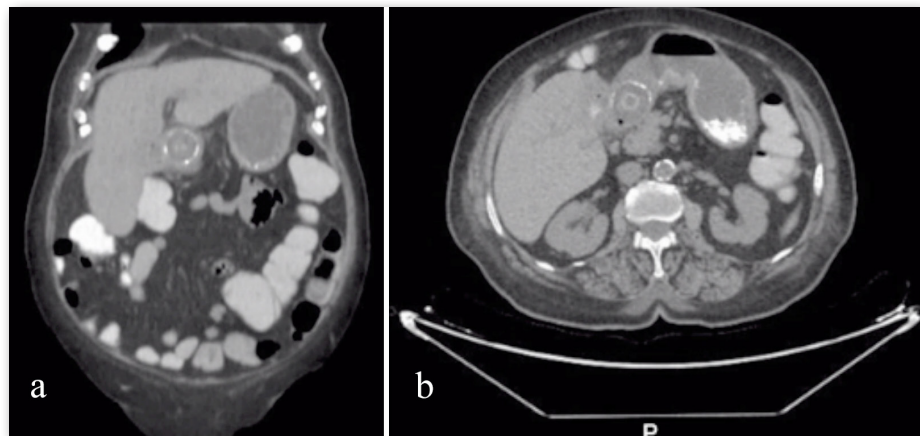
Imágenes de TC (a y b) sugestivas de fistula colecistoduodenal.
